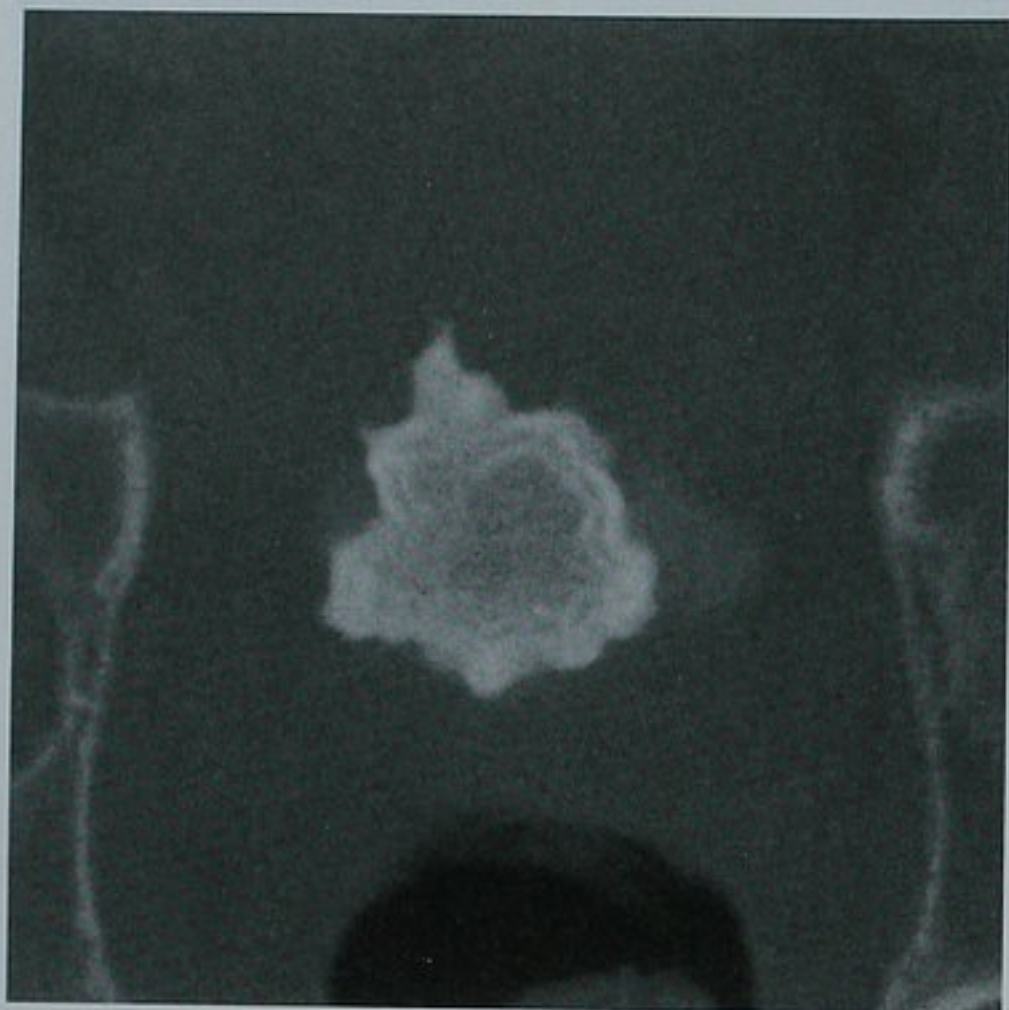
盆腔非对比增强 CT 横断位图像显示一个膀胱内 jack 结石的典型表现。当结石由二水草酸钙组成时小刺样表现常见
